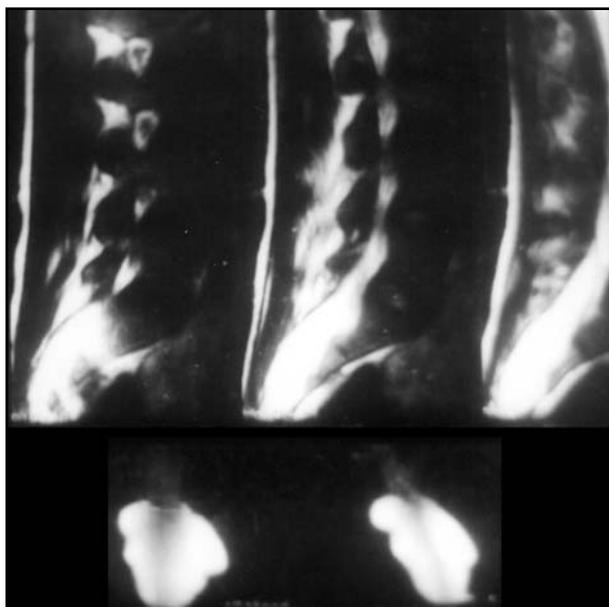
Caso 1. Imagem de ressonância magnética de coluna lombossacra em T2. Corte sagital mostrando cistos de Tarlov, em nível sacral (S1 a S4), múltiplos, bilaterais, medindo cerca de 2,2 cm. Imagem inferior de mielorrisonância individualizando os cistos.
